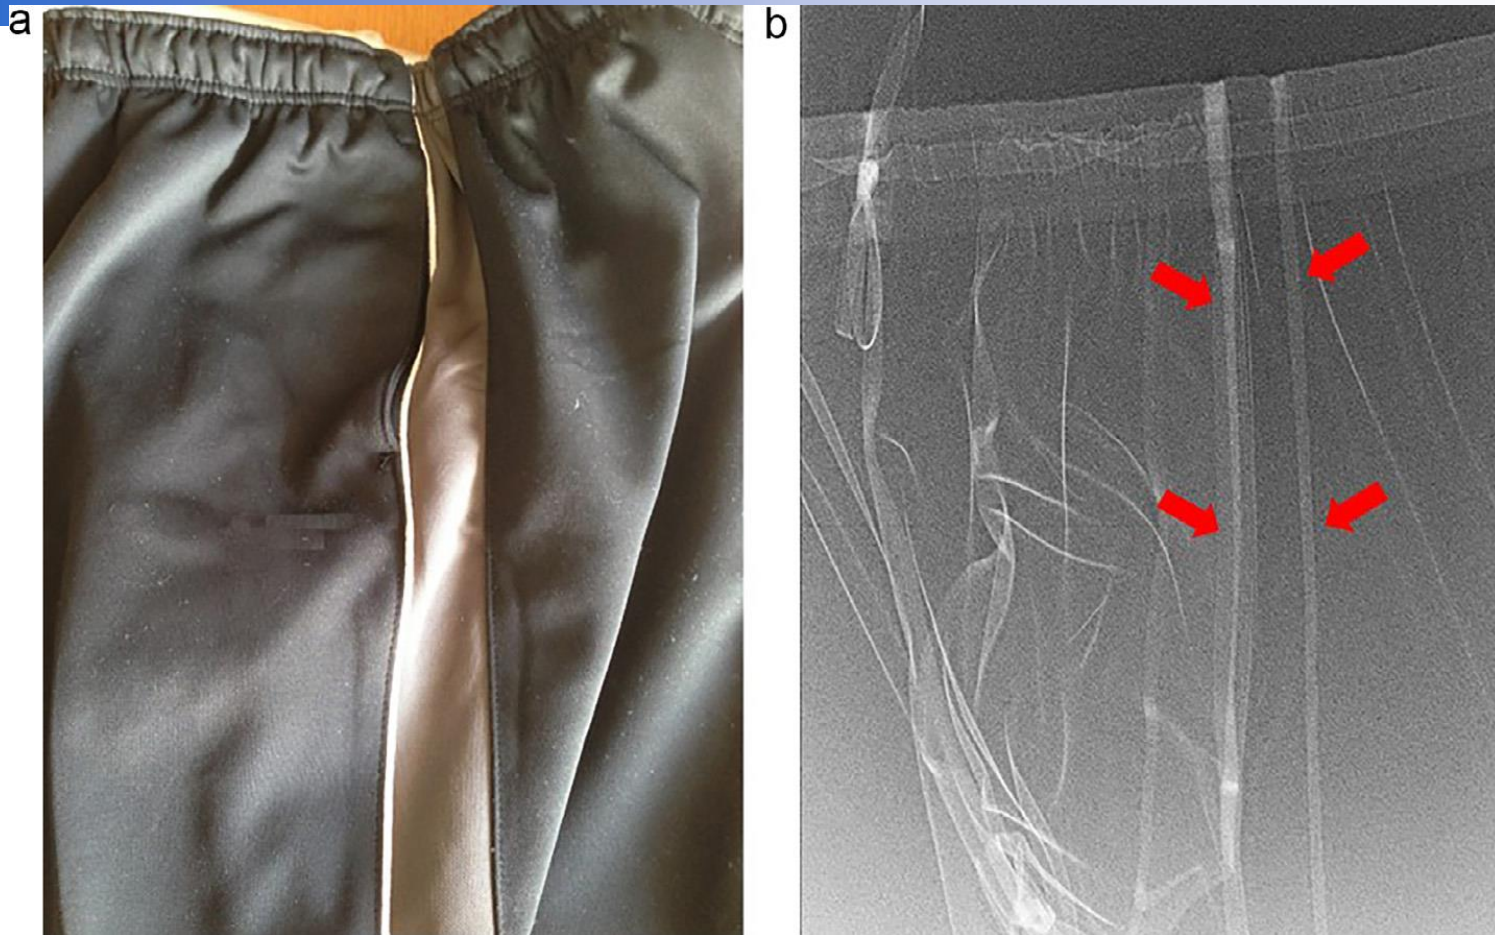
(a) The reddened area corresponded to the vertical lines on the jogging pants. (b) The jogging pants did not show any obvious metallic material on high-resolution digital radiography. Light, thin metal fibers were used in the vertical lines (arrows).
